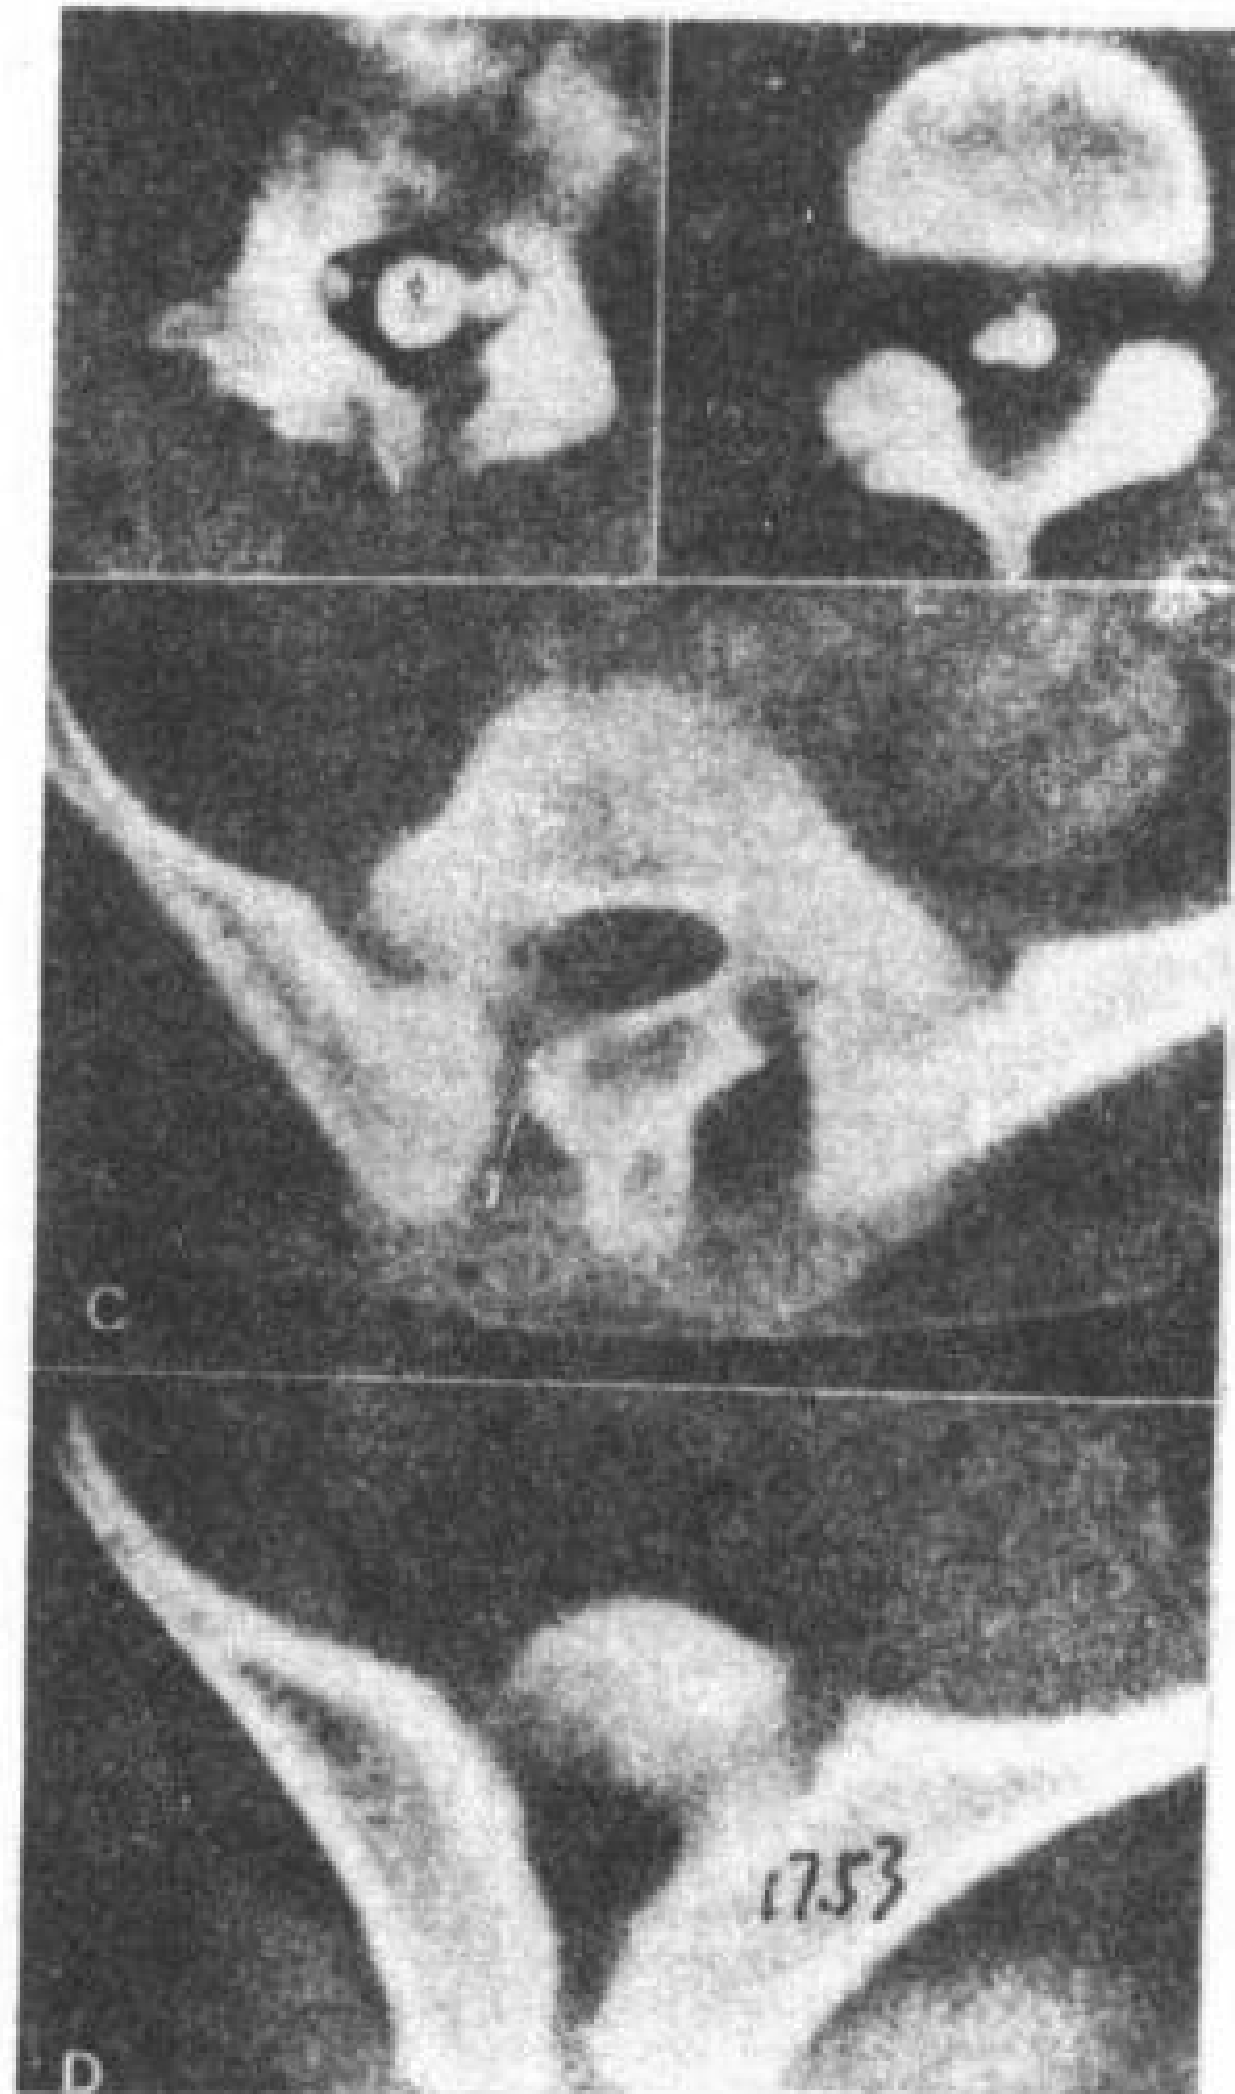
骶骨发育不全。5 岁女孩，L<sub>5</sub> 以下没有脊椎。CT 脊髓造影。
